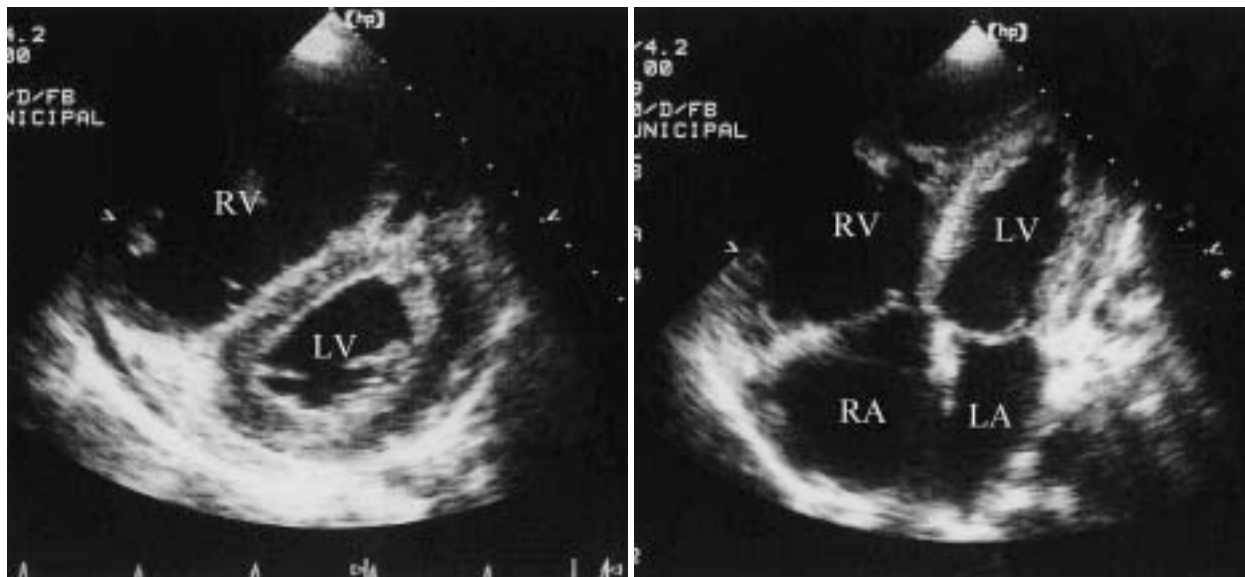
Two-dimensional echocardiograms in the parasternal short-axis view (left) and apical four-chamber view (right) showing dilated right ventricle and flattening of the interventricular septum
